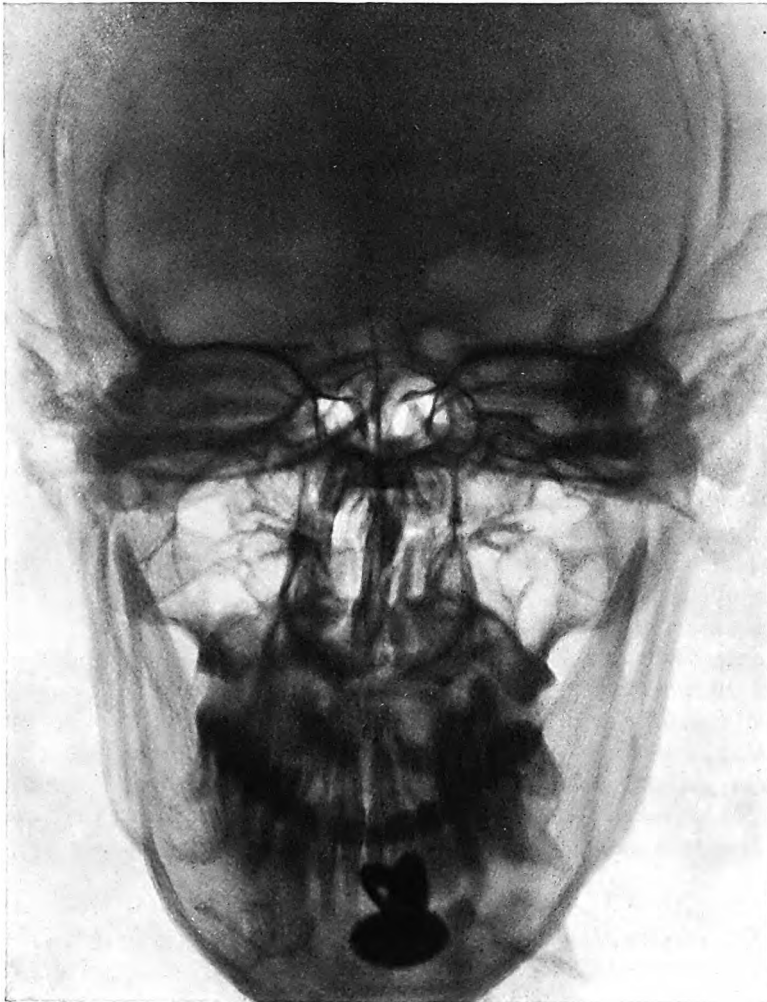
Vergleich zwischen der eingepflanzten und nicht eingepflanzten Seite im Röntgenbild nach 8 Jahren. Die Nasenhöhle auf Seite der Einpflanzung ist durch eine Polsterbildung am Septum und Nasenboden und durch die nach dem Eingriff eingetretene Hypertrophie der Muscheln verengt.
